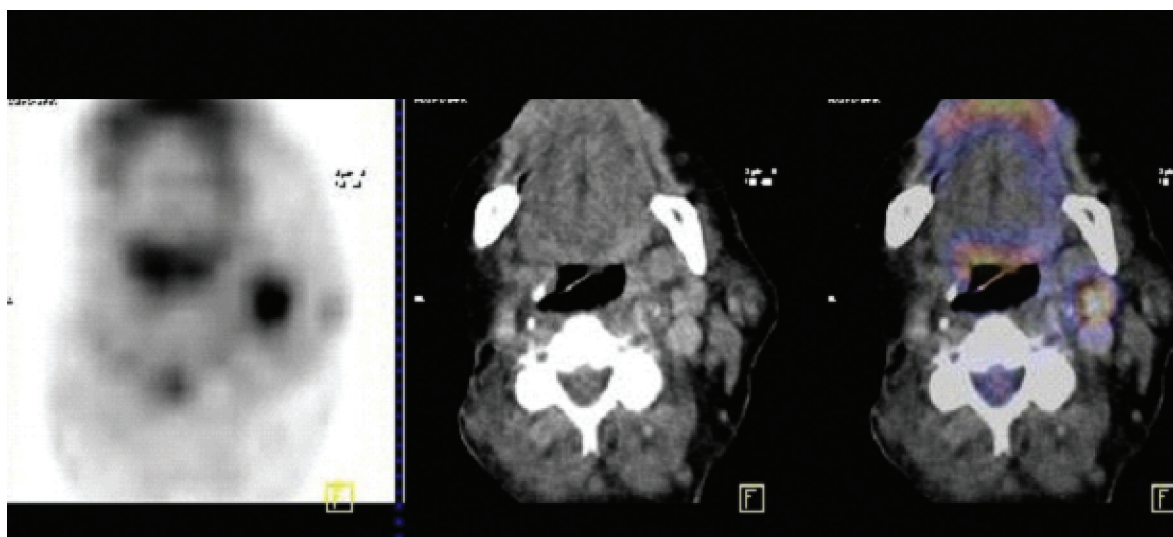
Paciente operada de Carcinoma Medular de Tiroides (Tiroidectomía y vaciamiento ganglionar). Múltiples recidivas operadas. Presenta aumento de la calcitonina a 8200 pg/ml. PET-TC-FDG con adenopatía hipermetabólica izquierda. De izquierda a derecha PET, TC, Fusión PET-TC. Hospital Italiano, Buenos Aires, Argentina.
